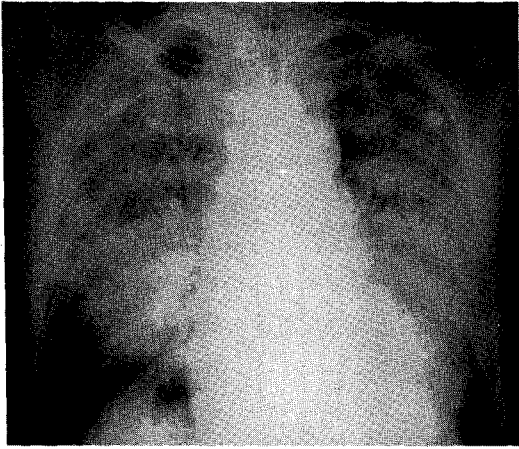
Chest radiography on admission show bilateral fluffy marginal haziness and fine nodularity on both lung fields, suggestive finding of fulminant pulmonary edema (ARDS).
